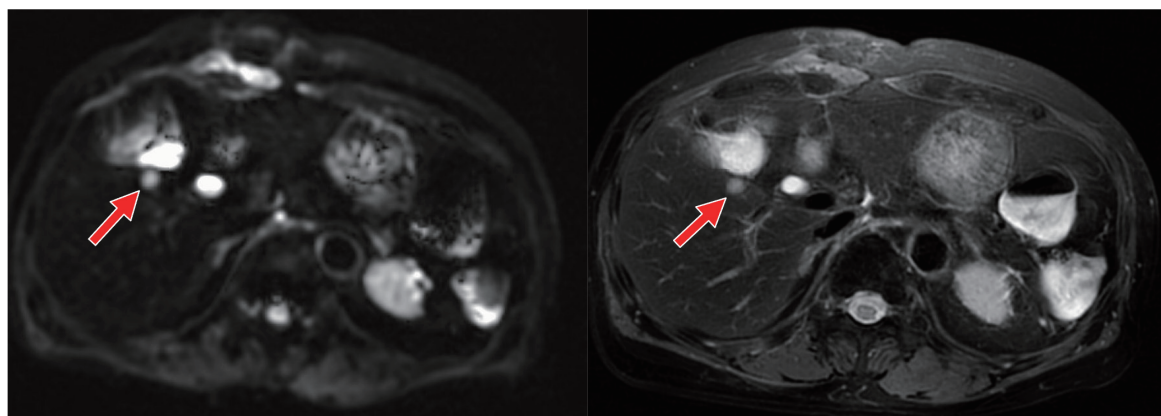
腹部MRIのT2強調画像および拡散強調画像。FAPI-PETで集積を認めた部位に一致した腫瘤を認めた(赤矢印)。
